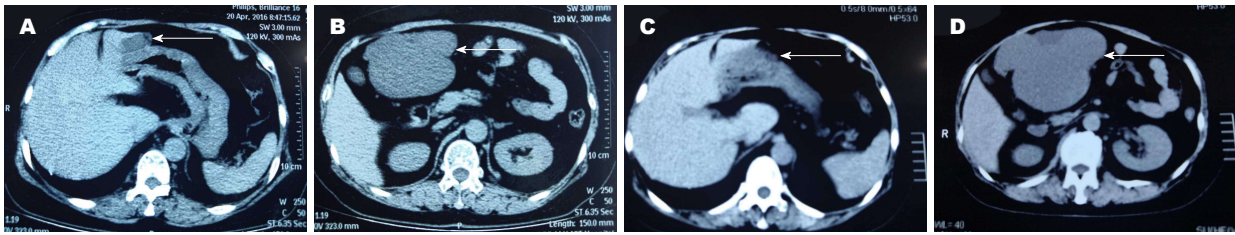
腹部电子计算机断层扫描前后变化。A、B: 8 mo前平扫电子计算机断层扫描(computed tomography, CT)检查可见右上腹肝胃间可见巨大囊性肿物(红色箭头所示); C、D: 本次平扫CT检查结果显示囊肿较8 mo前体积增大, 囊液密度增高(红色箭头所示)。
